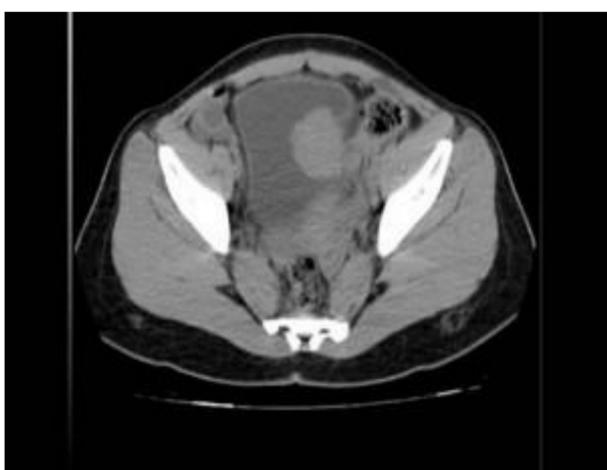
Infiltración de la pared vesical izquierda por neoplasia excrescente de colon descendente (TAC abdomino – pélvico)
